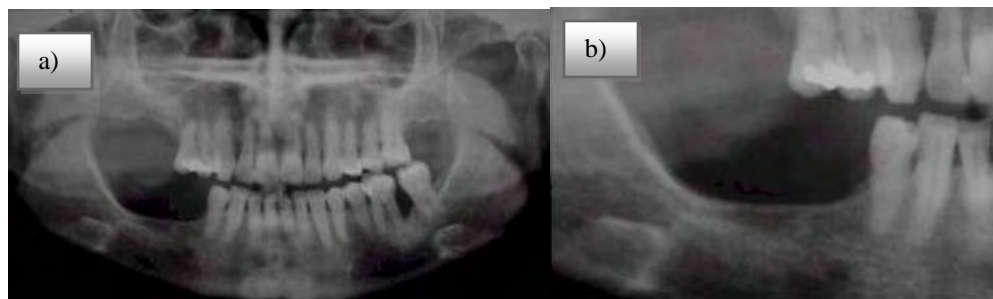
Radiografías preoperatorias.
